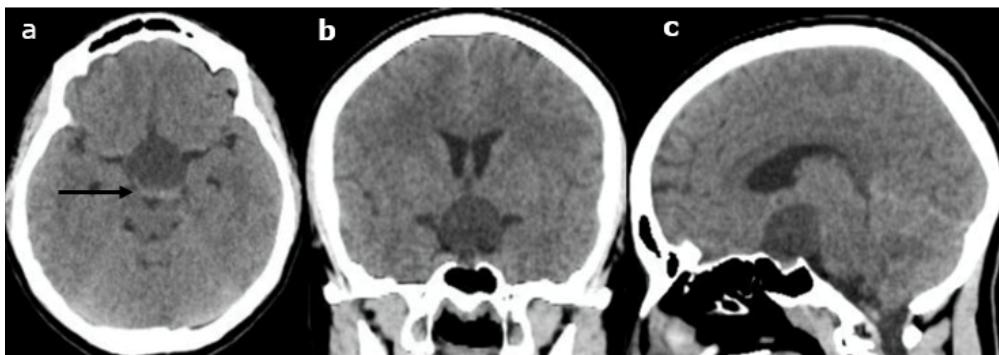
Tomografía computarizada de cráneo en cortes axial (a), coronal (b) y sagital (c). Se evidencia reaparición de masa selar y aparente hiperdensidad que puede corresponder a resangrado de la lesión (flecha).
